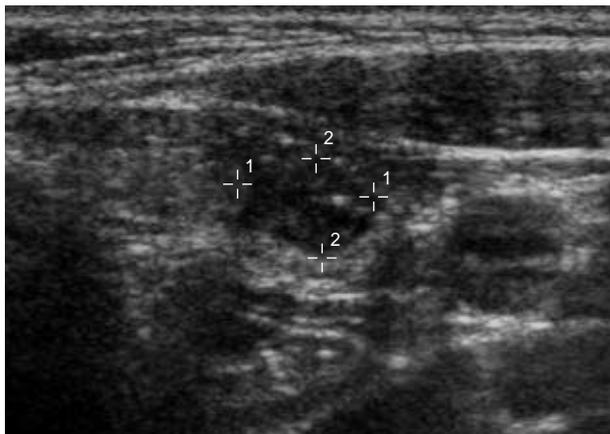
Sonogram of the neck mass shows a hypoechoic nodule in the left thyroid lobe.
